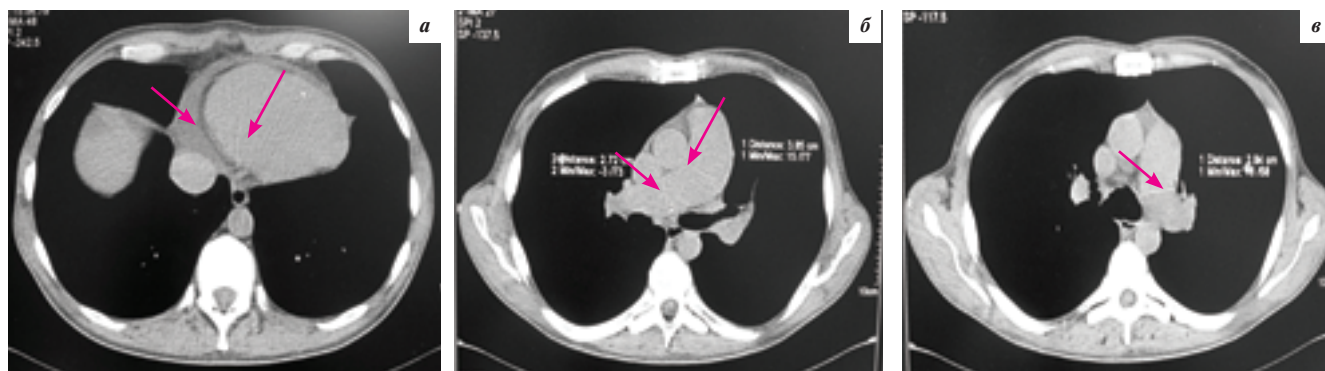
КТ органов грудной клетки: а — определяется значительное увеличение всех отделов сердца. В сердечной сумке — выпот с наибольшим количеством в правых отделах (максимальная толщина выпота — 22 мм); б — значительное расширение ствола ПЛА до 38 мм; в — расширение ЛЛА до 26 мм
